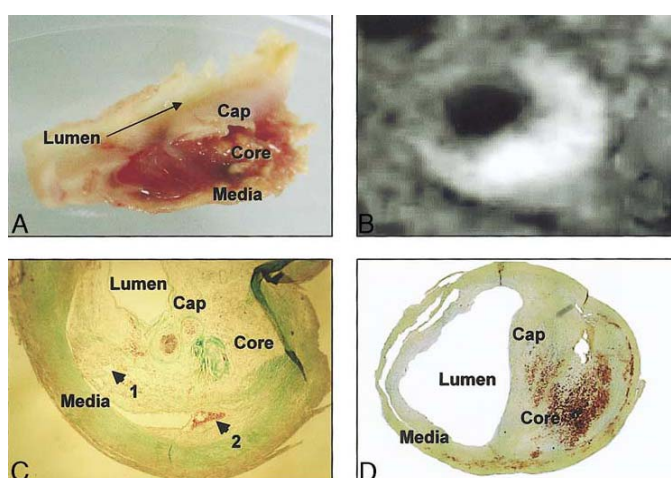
Aspecto histológico de una placa de ateroma carotídea. (A) Aspecto macroscópico de una placa carotídea mostrando una hemorragia intraplaca. (B) Resonancia magnética mostrando una placa carotídea con
